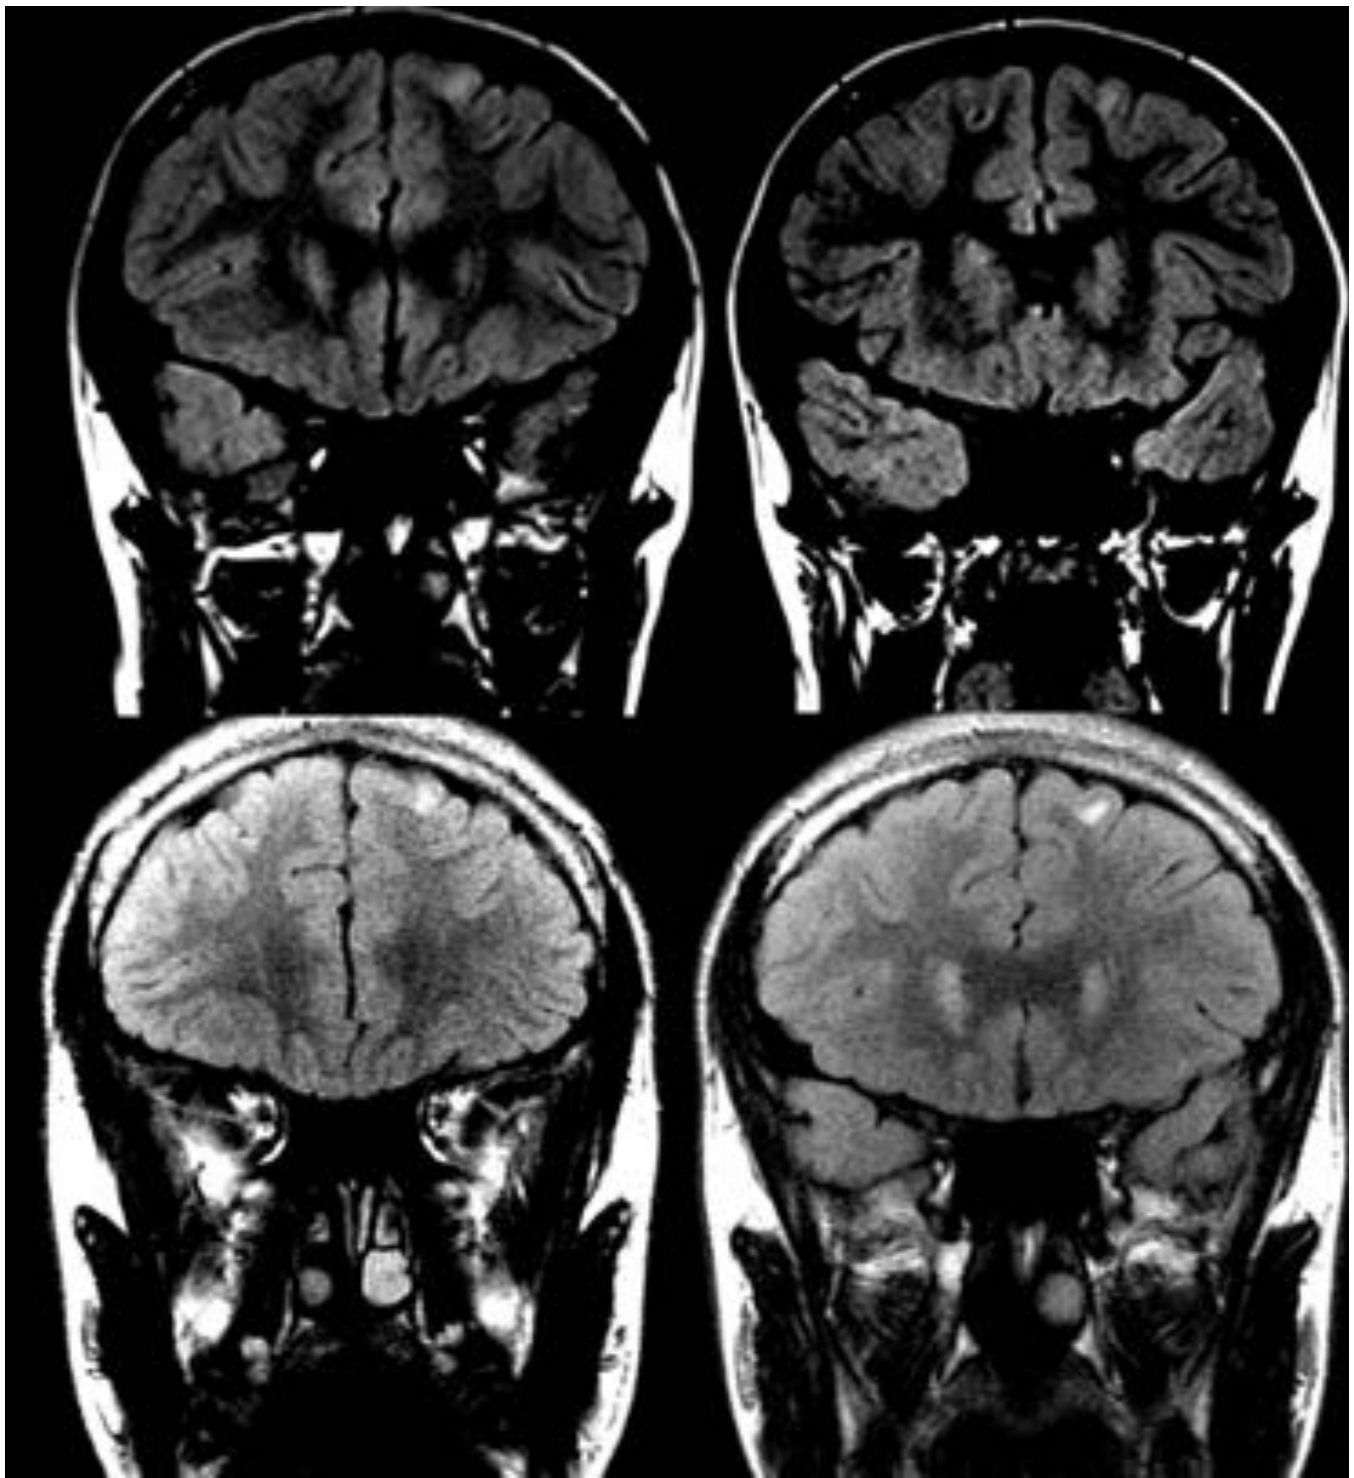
RM imágenes T2 FLAIR. Corresponden al paciente de 14 años de sexo masculino. Observe las lesiones cortico-subcorticales similares a las observadas en la paciente de la figura 1. Las lesiones permanecieron sin cambios en los controles realizados en 2010 (primera línea), 2015 (segunda línea).
